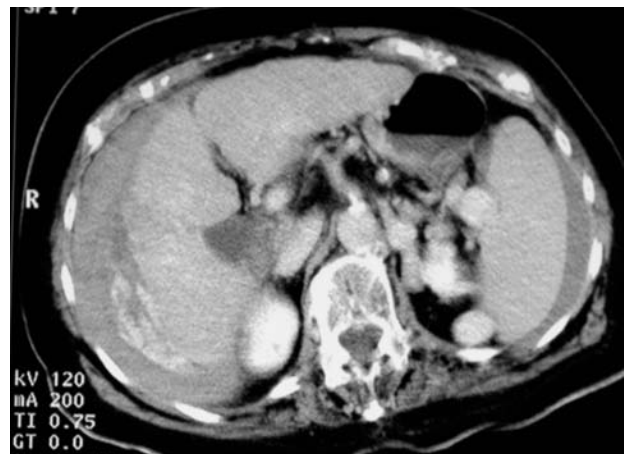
Angio-TC: spandimento periepatico di mezzo di contrasto.
